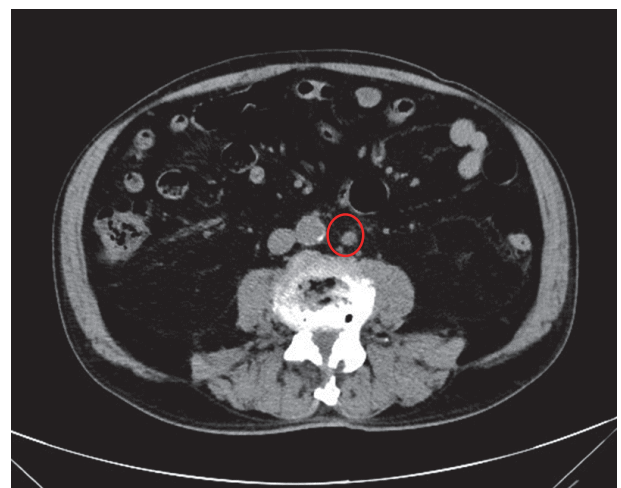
Computed tomography demonstrates swelling of the para-aortic lymph node
